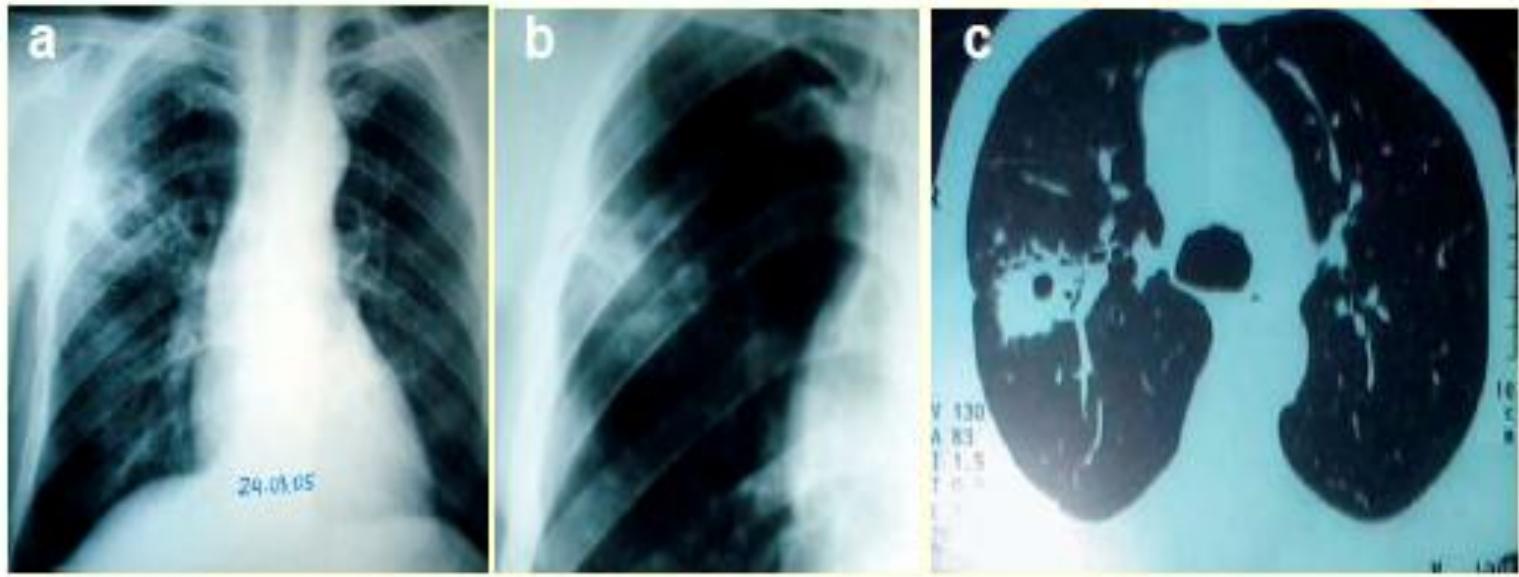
Lung infiltrate and cavitation in the upper lobe of the right lung. a and b: chest X-ray. c: computerized tomography (Reproduced from Melo 2005b).
